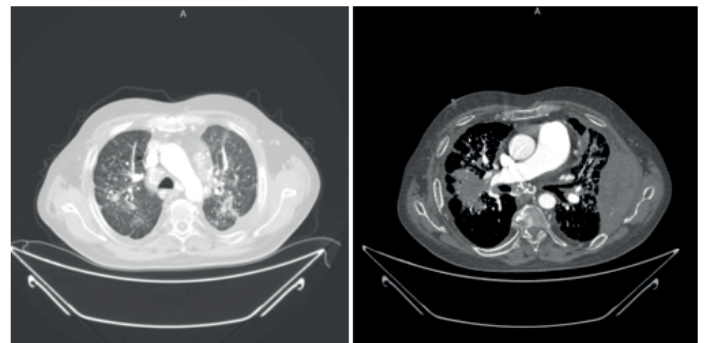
On thoracic computed tomography in the axial plane showed wide-spread, inhomogeneous mass consolidation areas, including internal calcifications, extending from the hilum to the parenchyma in both lungs, were observed more prominently in the right middle zone. Diffuse interstitial thickenings, infiltrations and centrilobular nodular density increases in both lungs, nodular consolidated areas with recessed contours and nodules and ground glass densities were observed, especially in the left upper zone. In the lateral part of the left 5th rib, a heterogeneous soft tissue mass of approximately 12x5 cm, causing cortical destruction, invading the surrounding soft tissues and muscle planes, and containing internal cystic-necrotic components was observed.
